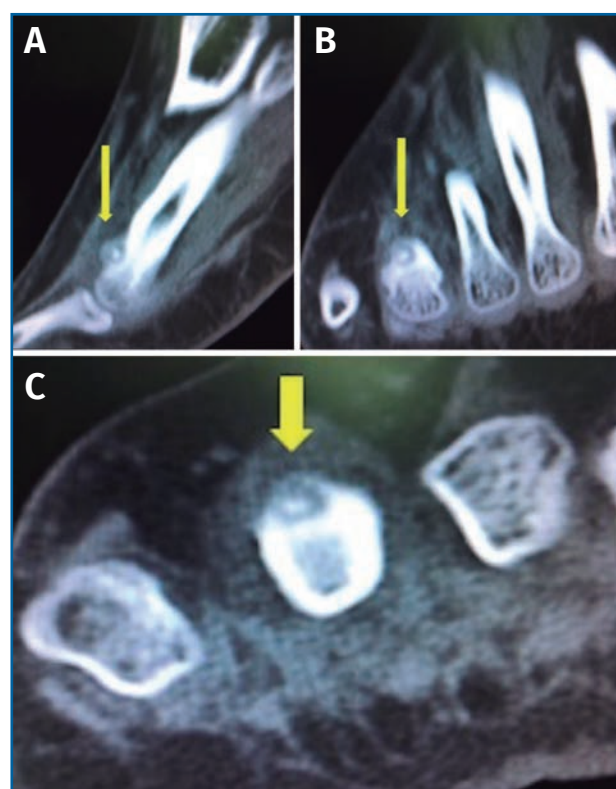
Tomografía computarizada. A: corte sagital; B: corte coronal; C: corte axial. Imagen de la lesión radiolúcida, de contorno bien definido con punto central denso en dorso del 4.º metatarsiano, compatible con osteoma osteoide.
